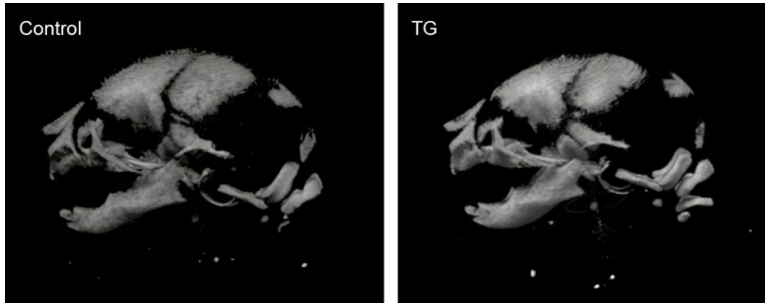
頭蓋部 (側貌) のマイクロ CT 画像
